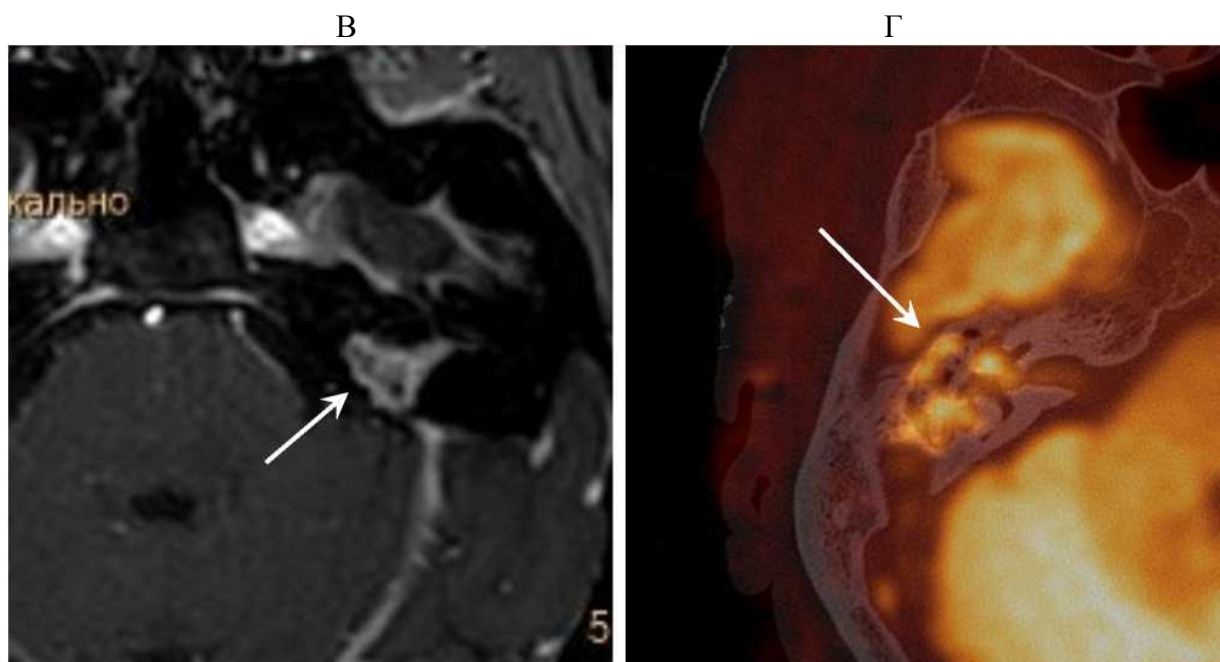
продолжение*. В, Г – те же пациенты, МР-исследование. В первом случае (В – отсроченное постконтрастное T1 ВИ) – фиброзные изменения (отсутствие ограничения диффузии, накопление контрастного препарата – стрелка), во втором (Г) – холестеатома (слияние диффузионно-взвешенного МР-изображения и КТ) – стрелка
